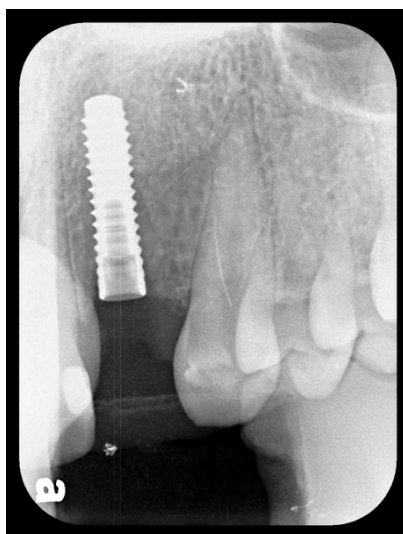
Rx periapical imediatamente após a instalação do implante
